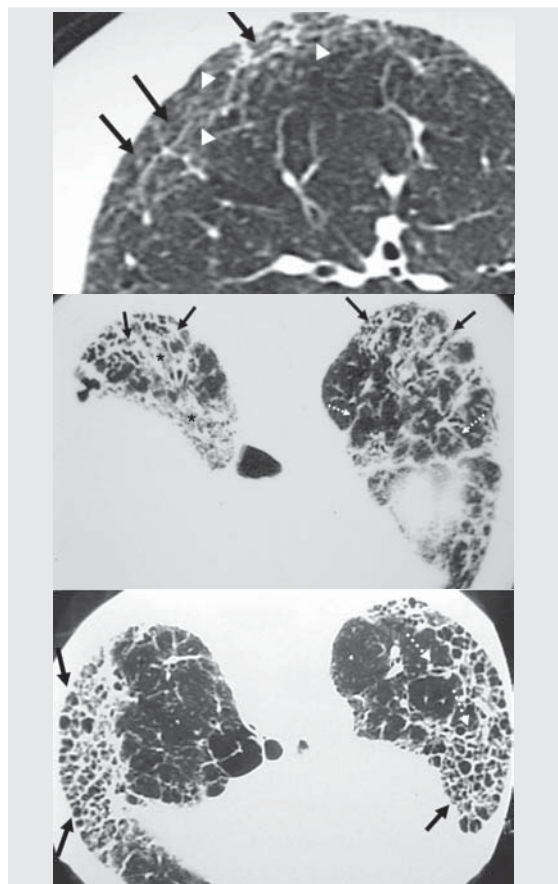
Asbestose na tomografia computadorizada de alta resolução. A) Linhas subpleurais (setas), espessamento do interstício intralobular (cabeças de setas) e desorganização da arquitetura dos lóbulos pulmonares; B) Opacidades irregulares nas bases pulmonares associadas a bronquiectasias de tração (setas), vidro fosco (asteriscos) e espessamento dos septos interlobulares (setas tracejadas); C) Faveolamento cortical póste-ro-basal bilateral (setas), associado a bronquiectasias de tração (setas tracejadas)
